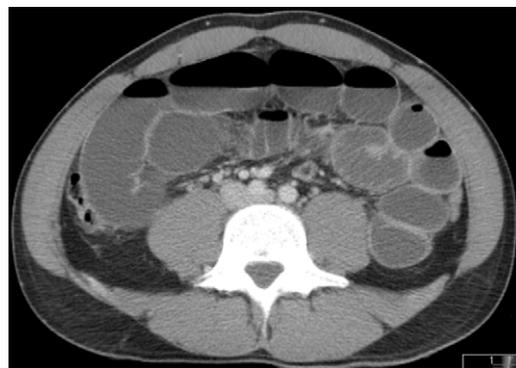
TC abdominal: dilatación de asas de intestino delgado.
